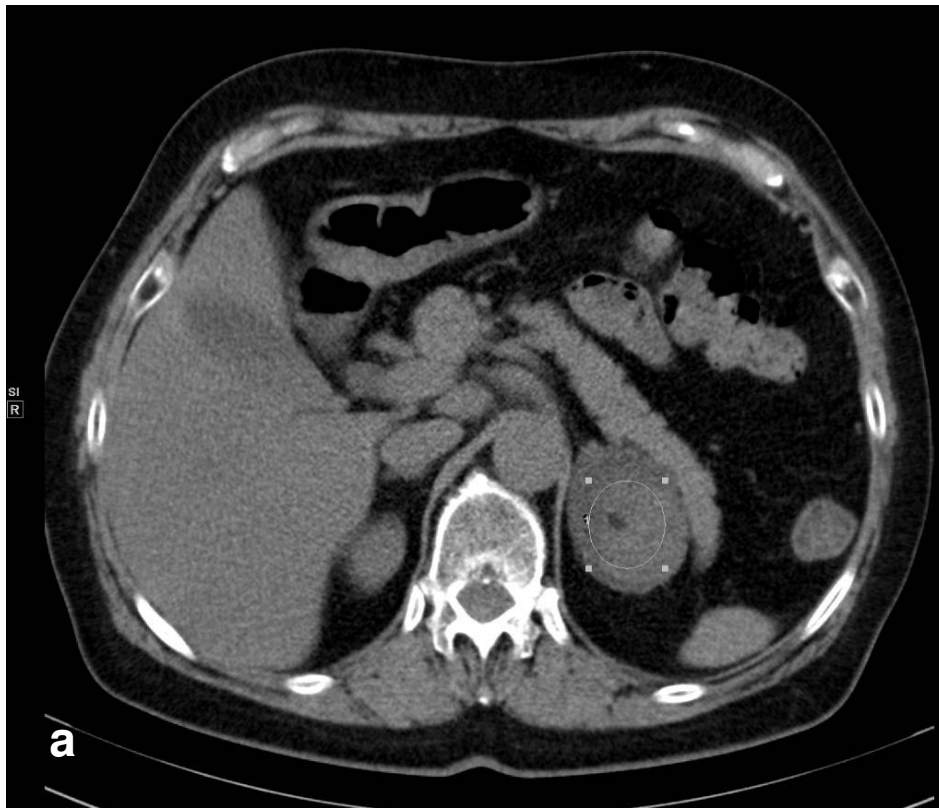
a, b: Fall 6 - CT der inhomogenen, hypodensen Nebennieren-Raumforderung li.- 12 HU nativ (a) sowie nach KM-Gabe (b)
